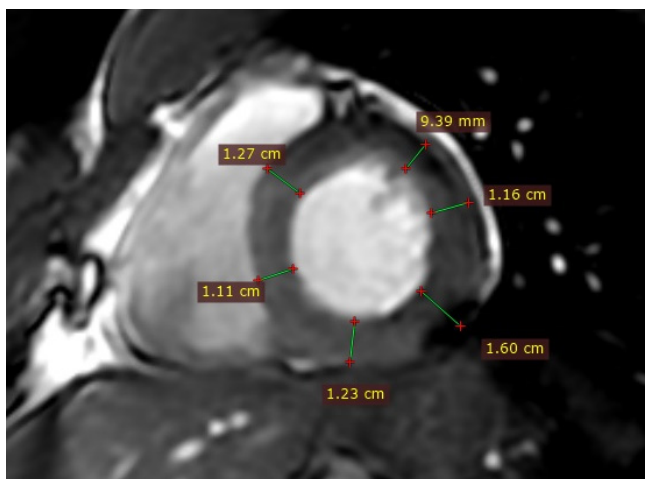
МРТ сердца, короткая ось ЛЖ, конечно-систолическое киноизображение (Fiesta Cine). Минимальная гипертрофия миокарда на уровне базальных сегментов.
